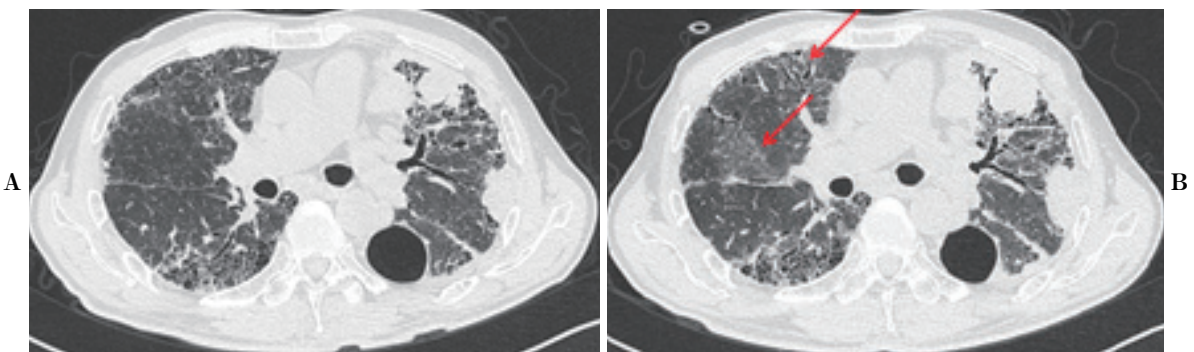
(A) Chest CT scan before treatment with amrubicin. (B) A chest CT scan after 10 days of amrubicin treatment newly showed ground-glass opacities (arrow).
